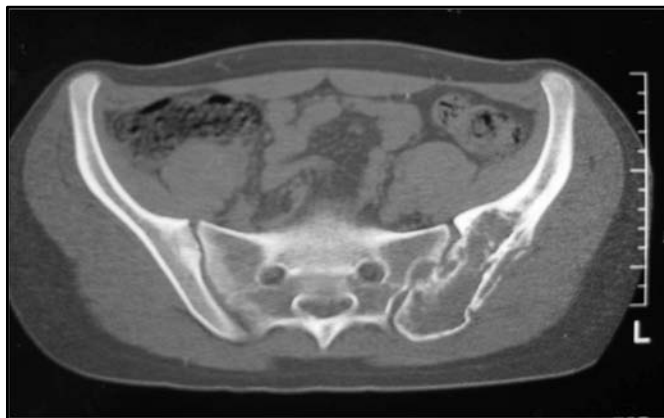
tomografía axial computarizada (TAC) de sarcoma de Ewing de localización pélvica, en íliaco, a nivel de la articulación sacroilíaca izquierda.
